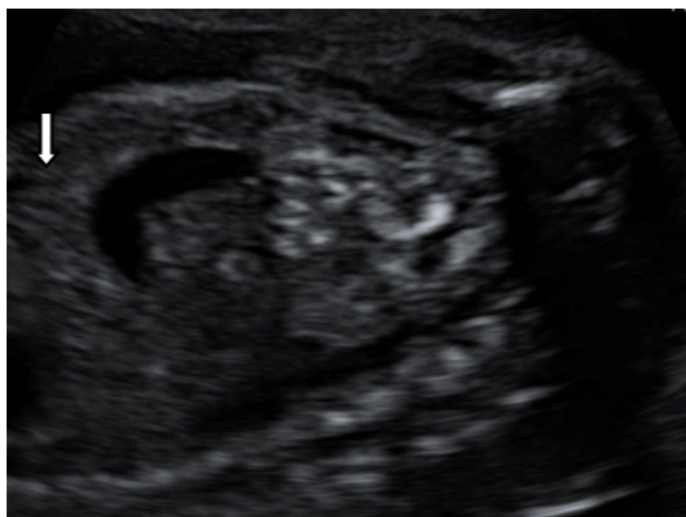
Ecografía (23 semanas): Infección fetal por CMV
